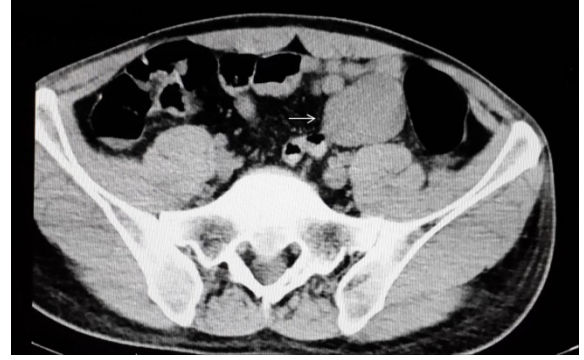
An ileal mass on abdominal computed tomography.
